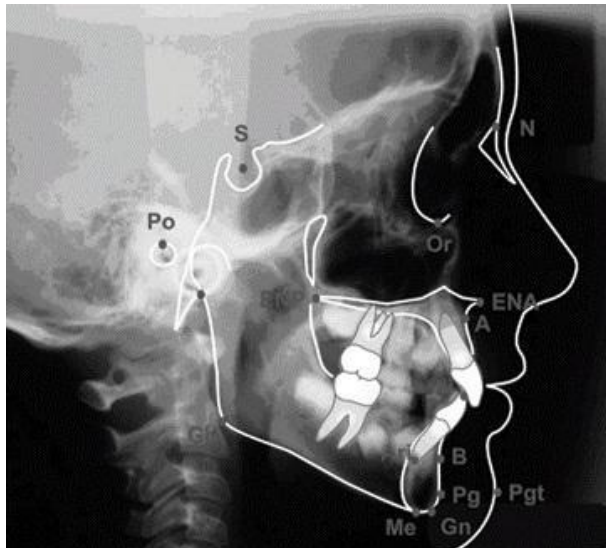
Radiografía Lateral de Cráneo donde se realiza la cefalometría.*
